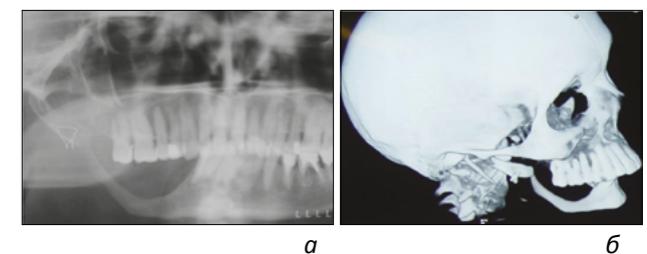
Ортопантомограмма (а) и компьютерная томограмма (б) в системе 3D больной М. до лечения
